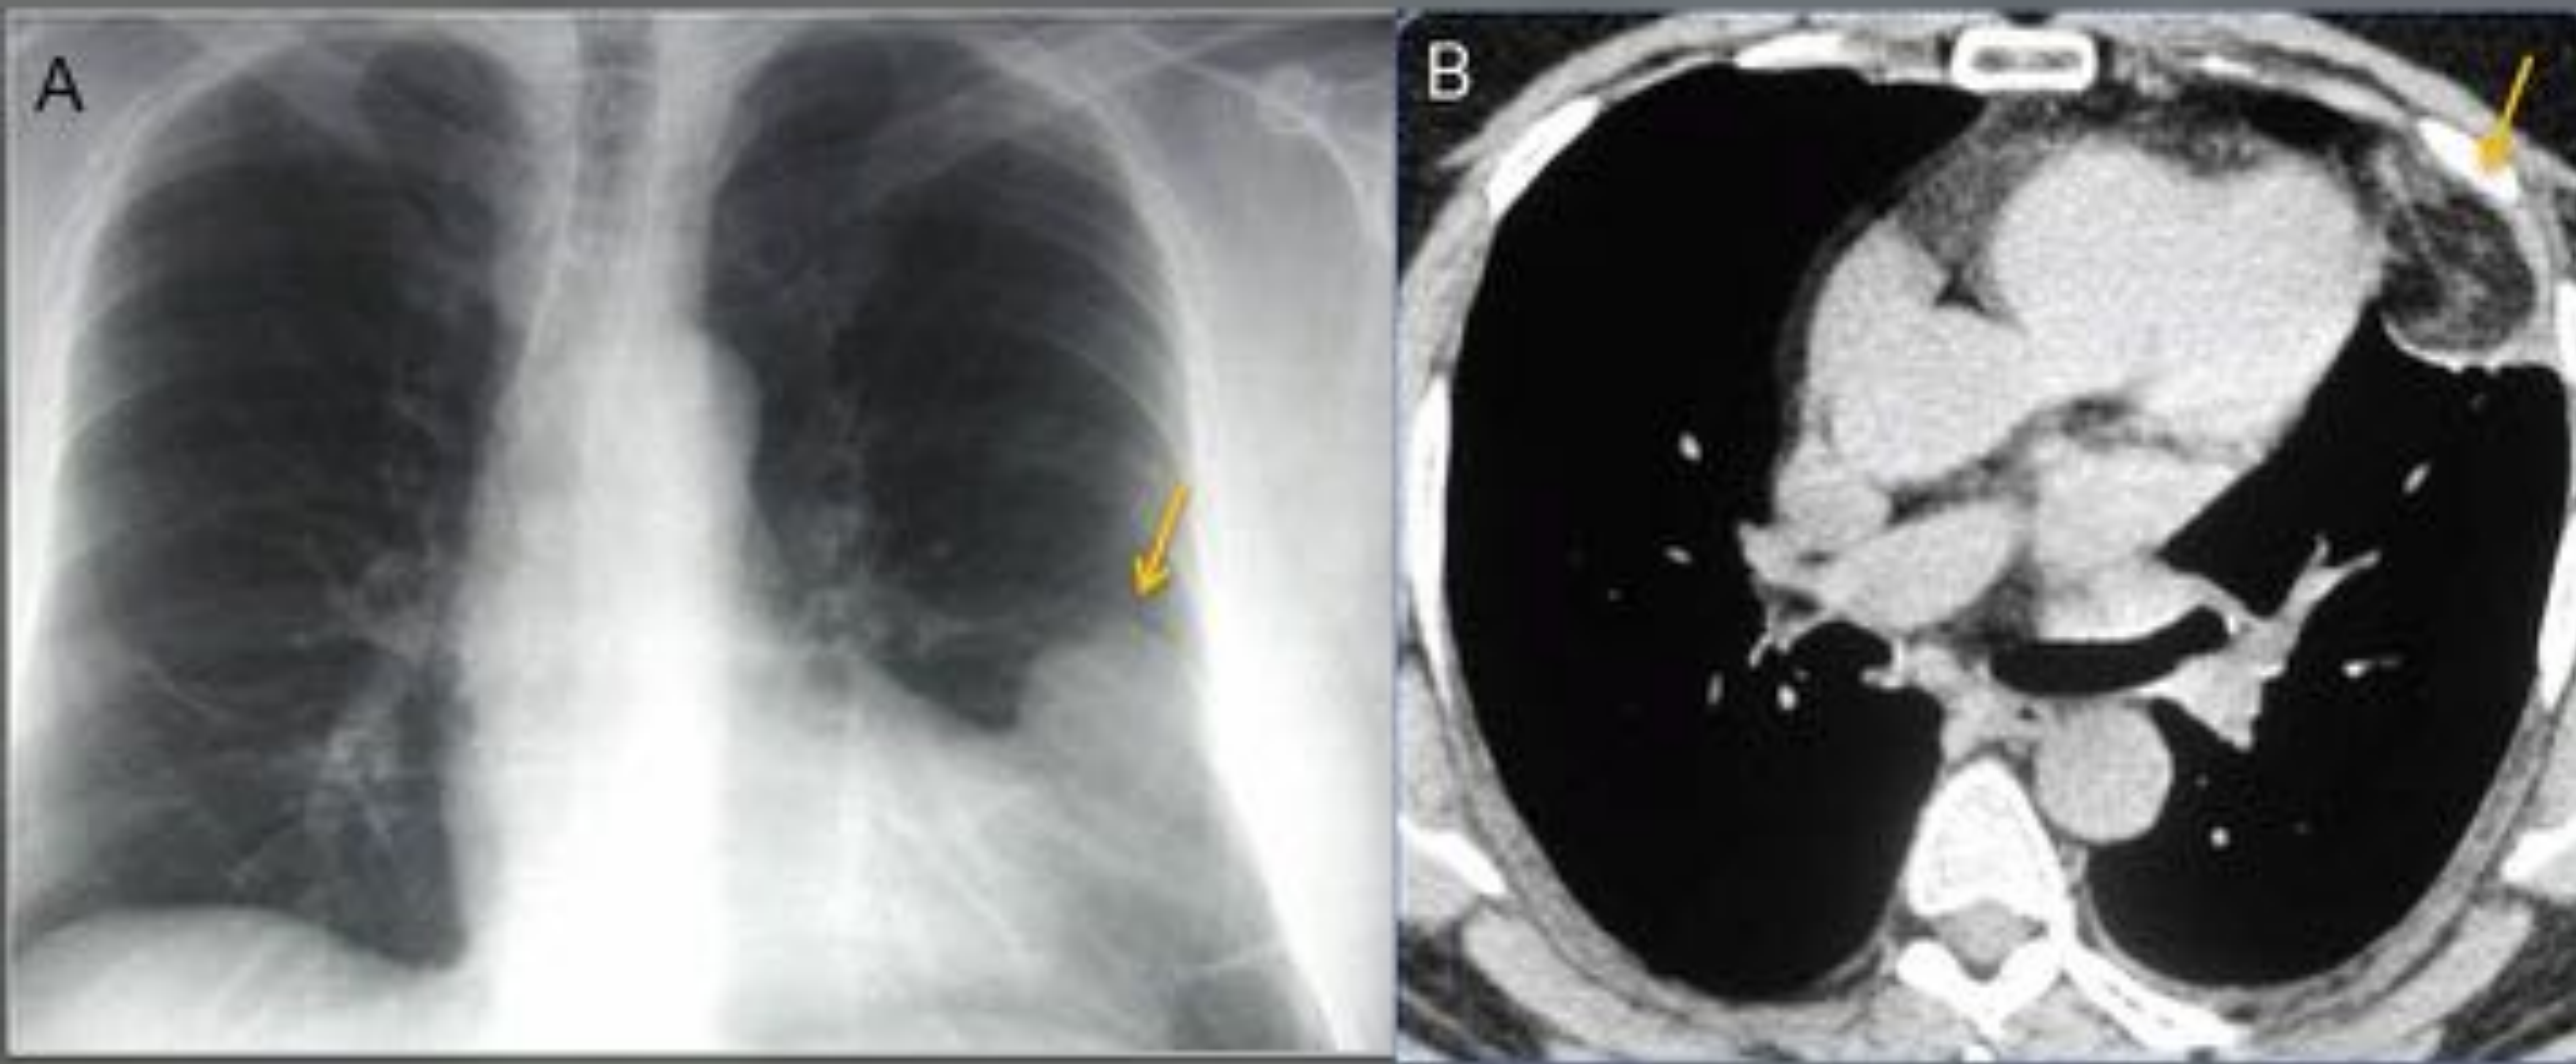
Varón de 50 años con necrosis de la grasa epipericárdica comprobada quirúrgicamente. A, La radiografía de tórax muestra una opacidad paracardiaca izquierda (flecha). B, La imagen axial de TC sin contraste muestra una lesión con densidad grasa y algunas bandas densas en su interior (flecha). *Cortesía del Dr Cáceres.*
